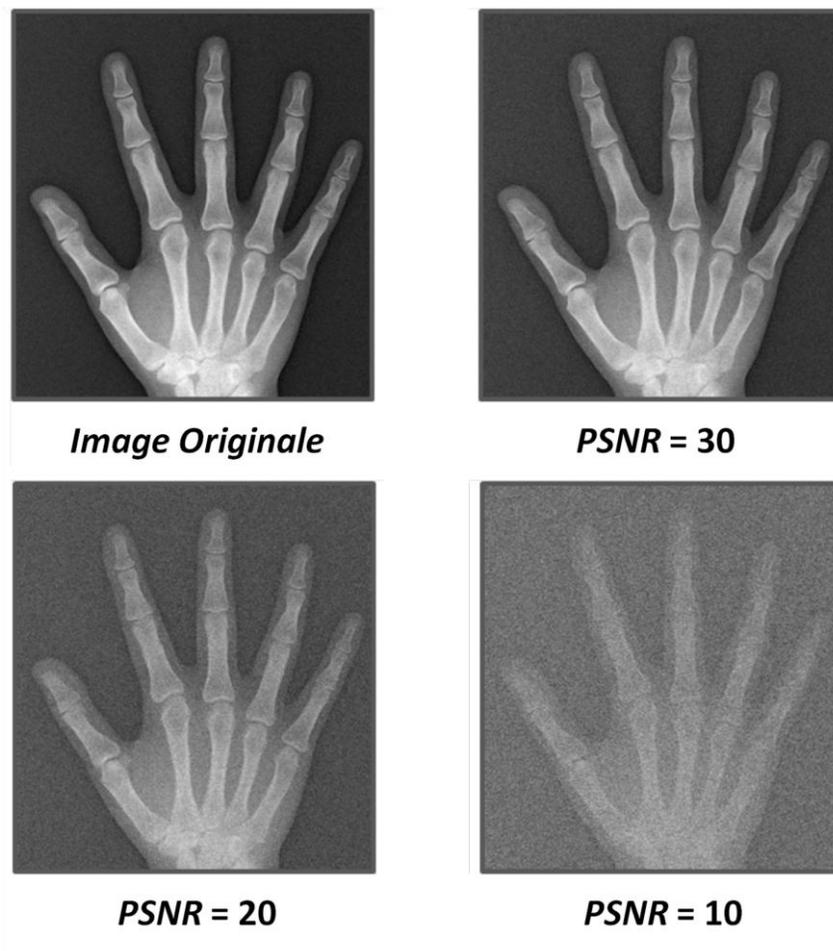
Un exemple d'image radiographique bruitée par des niveaux de bruit gaussien différents.
